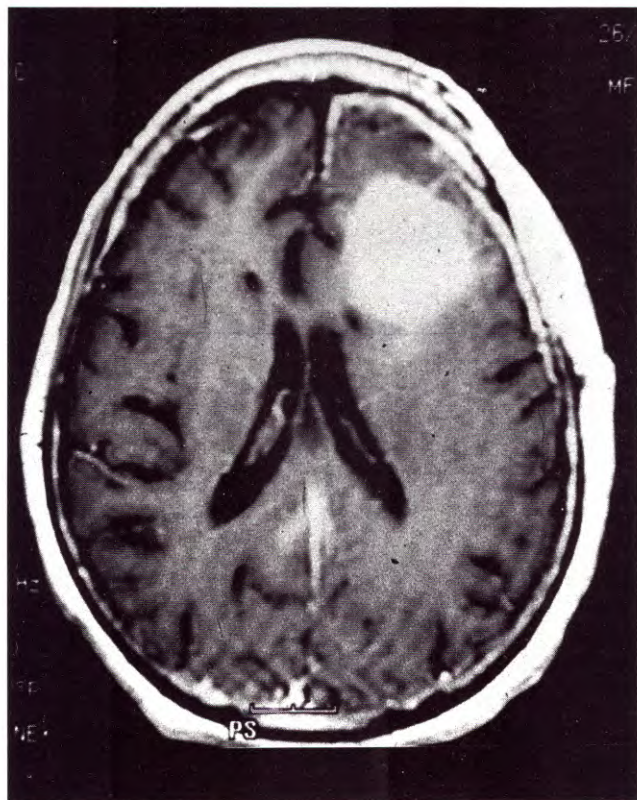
RMN corte axial T1. Lesión expansiva frontal izquierda, con refuerzo homogéneo post gadolinio, y edema perilesional.
